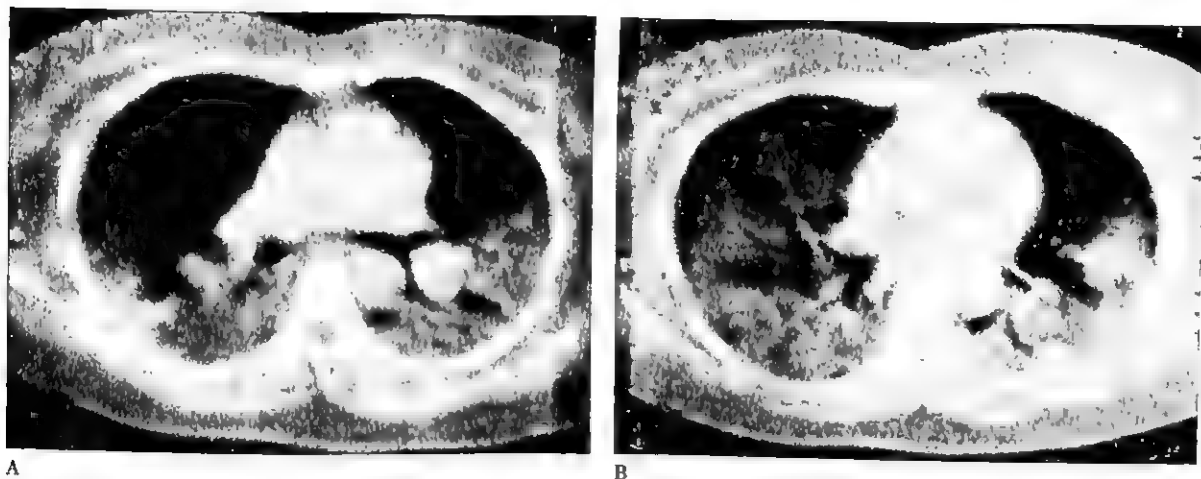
ARDS 发病后 HRCT 改变
